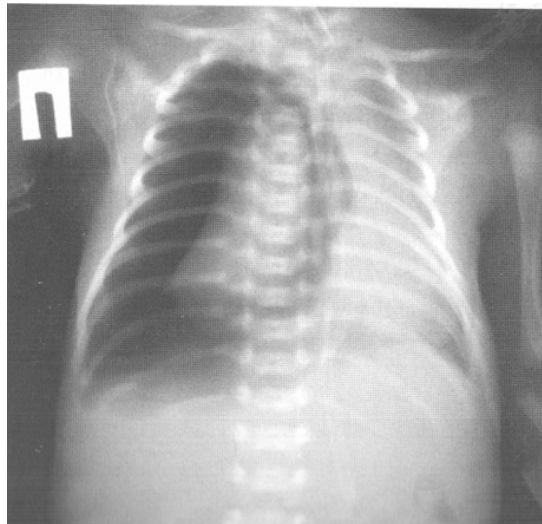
Напружений правобічний пневмоторакс. Оглядова рентгенограма грудної клітки. Відсутність легеневого малюнка на боці ураження, видно контур колабованої легені, зміщення середостіння у здоровий бік, розширення міжреберних проміжків на боці ураження, сплюснення купола діафрагми
